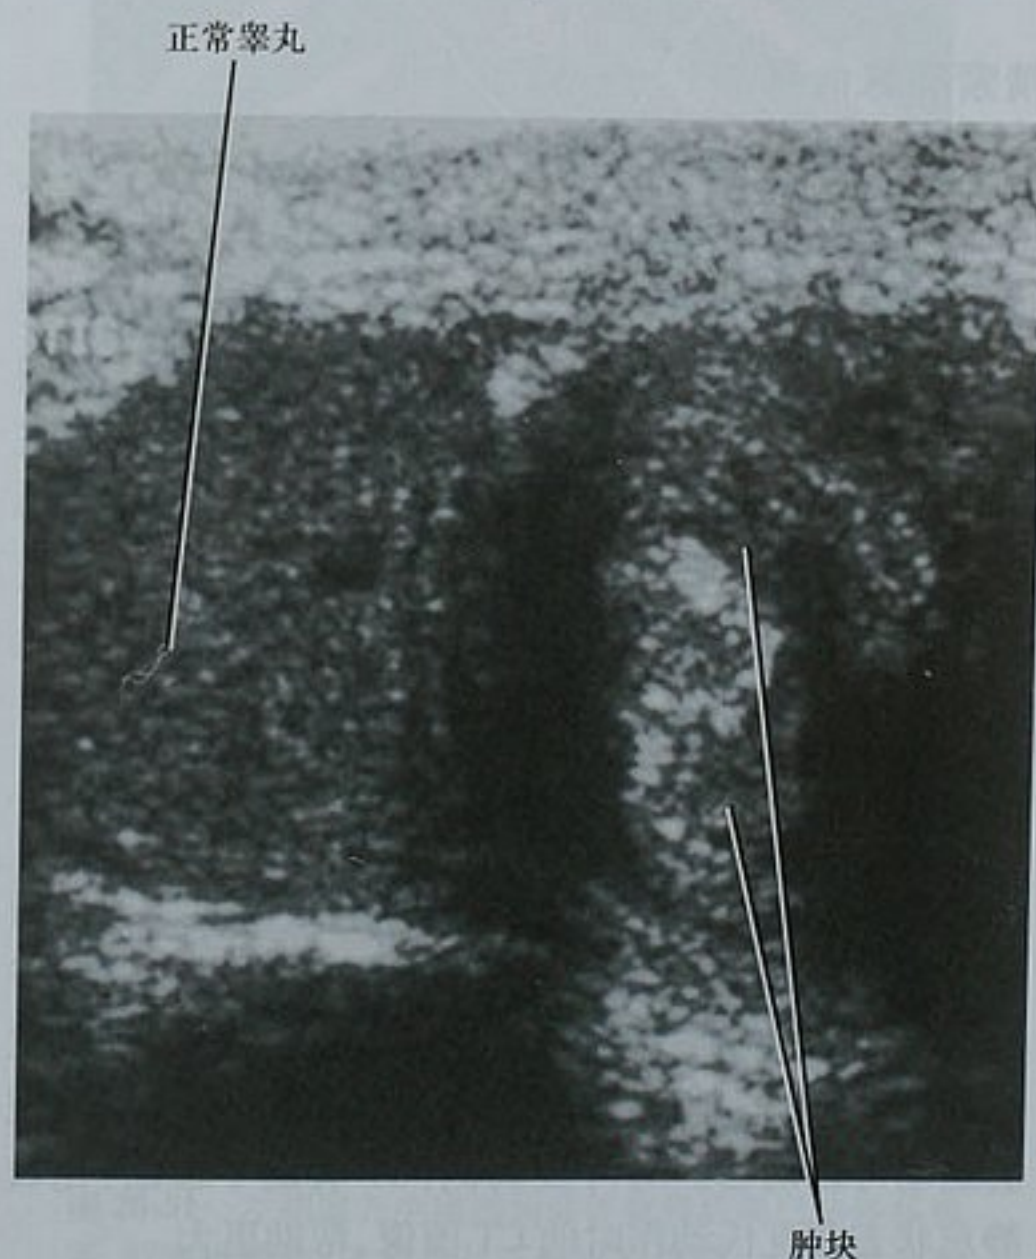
右侧睾丸矢状位超声图像显示阴囊内正常睾丸位于一个肿块上方,该肿块随后被证实为精索平滑肌瘤
